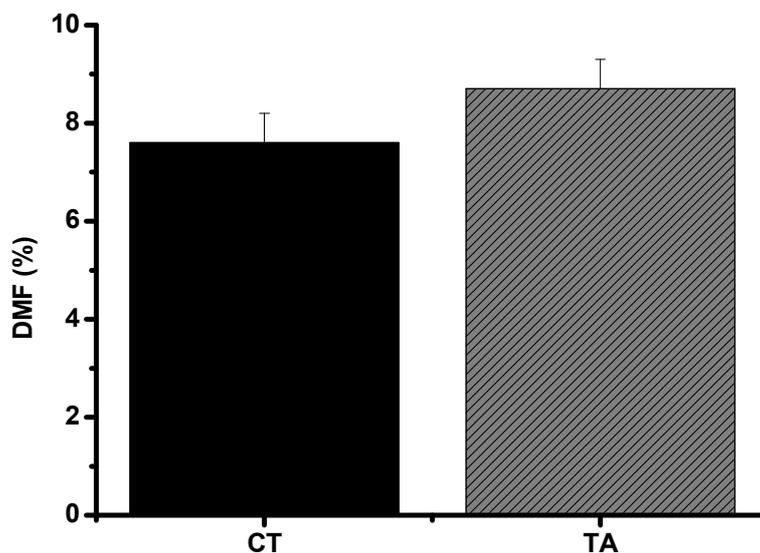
Dilatação mediada por fluxo (DMF) da artéria braquial nos grupos controle (CT, $n = 37$) e de treinamento aeróbico (TA, $n = 45$).
